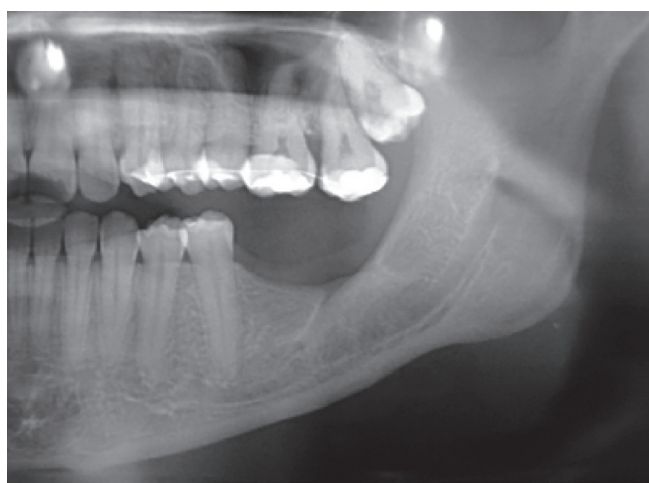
Radiografia panorâmica atual.
